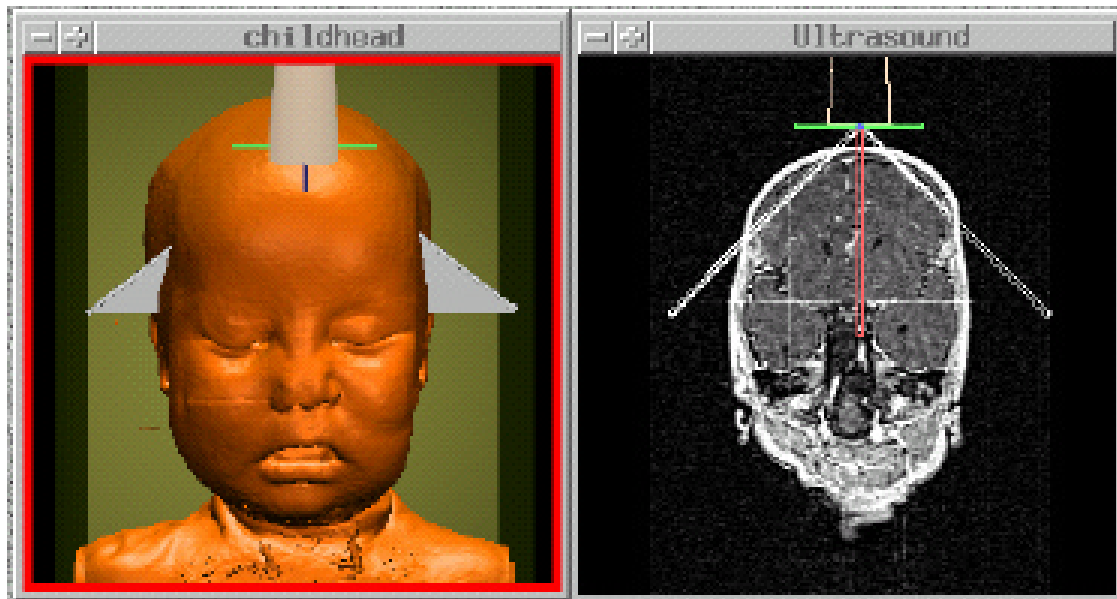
Der in dieser Arbeit verwendete MRT-Kinderkopf-Datensatz: Die Kombination der beliebig wählbaren Schnittebenen innerhalb eines Volumens mit dem Schallkopfmodell wird in dieser Abbildung demonstriert. Im linken Fenster ist eine plastische Darstellung des Kopfes mit dem Schallkopfmodell, im rechten Fenster die durch das Ultraschall-Werkzeug erzeugte Schnittebene innerhalb des MRT Datensatzes zu sehen. Der Verlauf der Schnittebene wird durch die Schallkopfdarstellung im linken Bild deutlich: Die Schnittebene verläuft fächerförmig vom Aufsetzpunkt des Schallkopfes zu den Schläfen, wo die jeweils untere linke und untere rechte Begrenzung des Ultraschallfeldes durch die weißen Dreiecke angezeigt werden. Der Rest des Ultraschallfeldes befindet sich im Inneren des Schädels und ist durch den Kopf verdeckt. Im rechten Bild wird die Darstellung des resultierenden Schnittbildes dargestellt. Die Schnittebene läuft entlang des Ultraschallfeldes.
